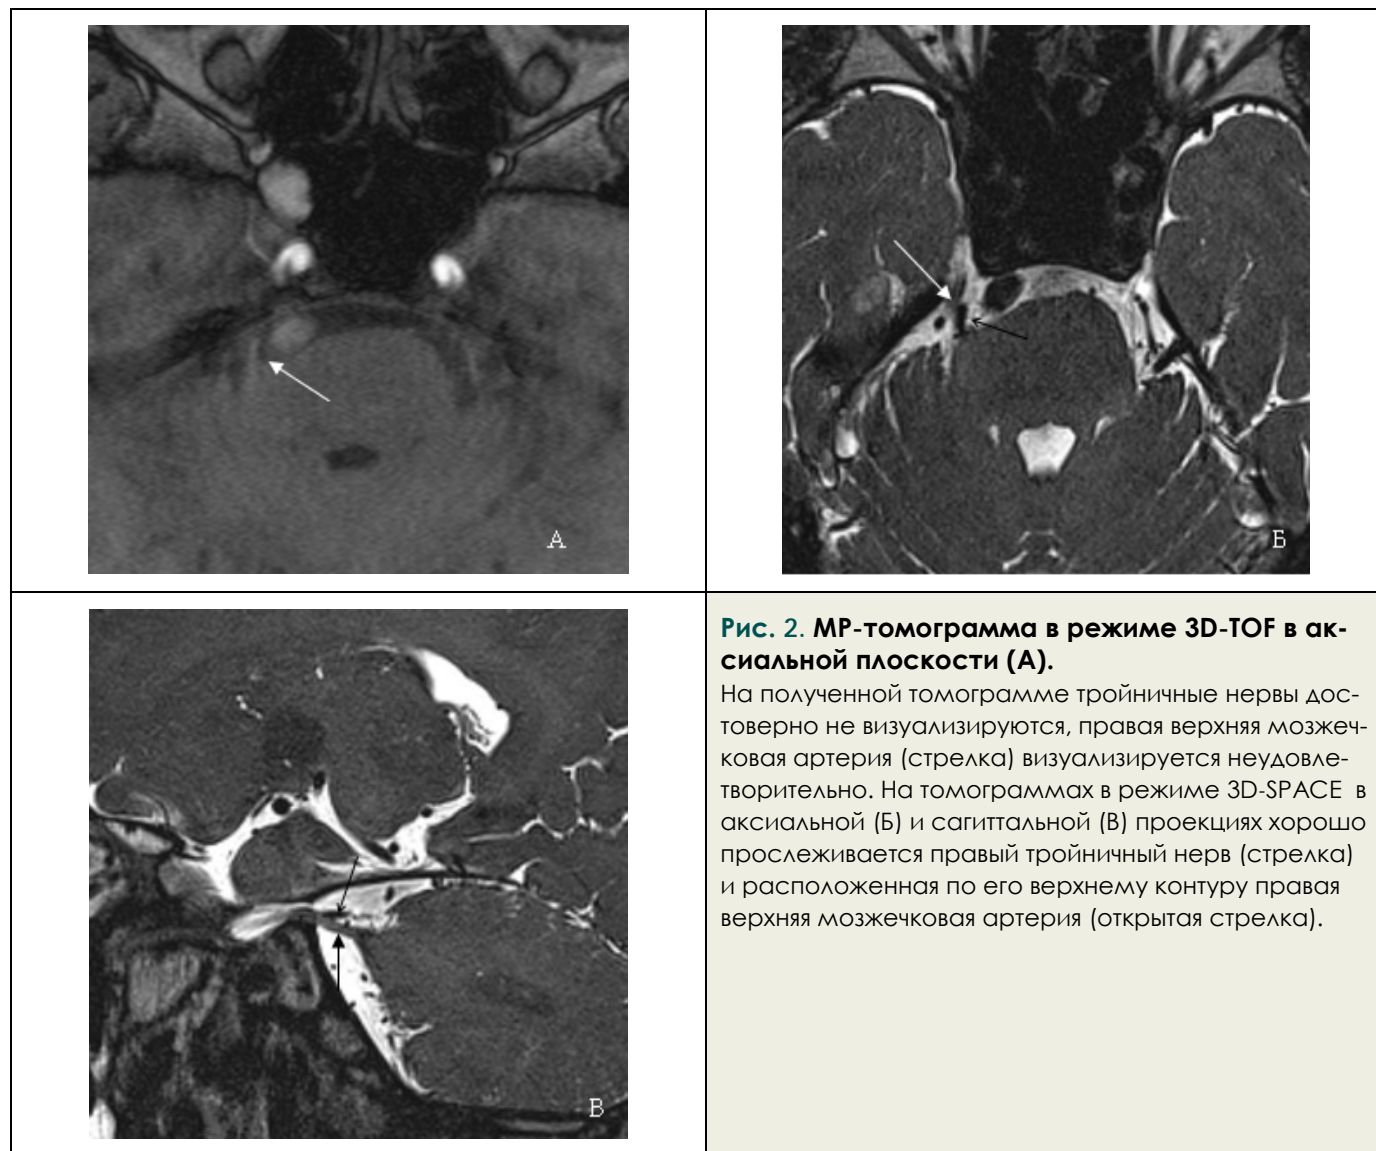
МР-томограмма в режиме 3D-TOF в аксиальной плоскости (А).
